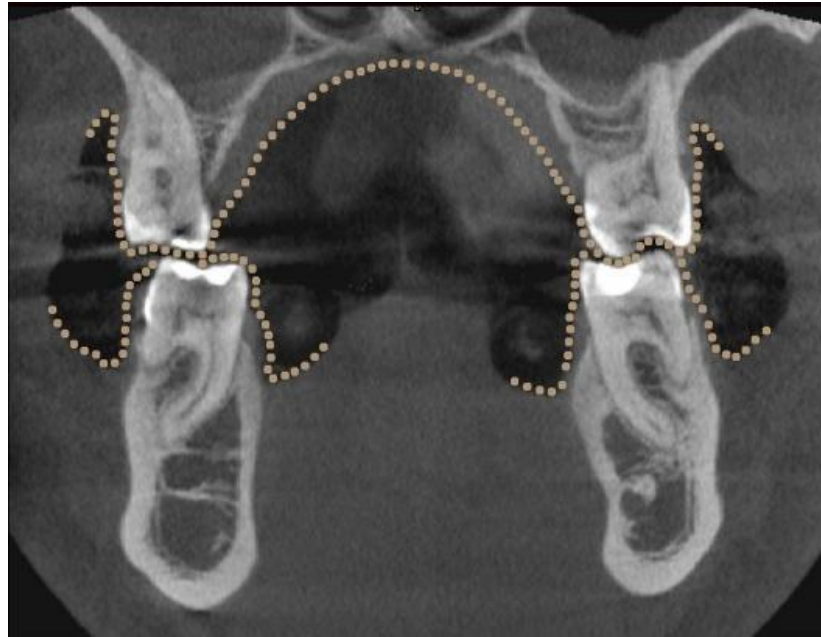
Контур мягких тканей десны альвеолярного отростка на компьютерной томографии с ретракцией
